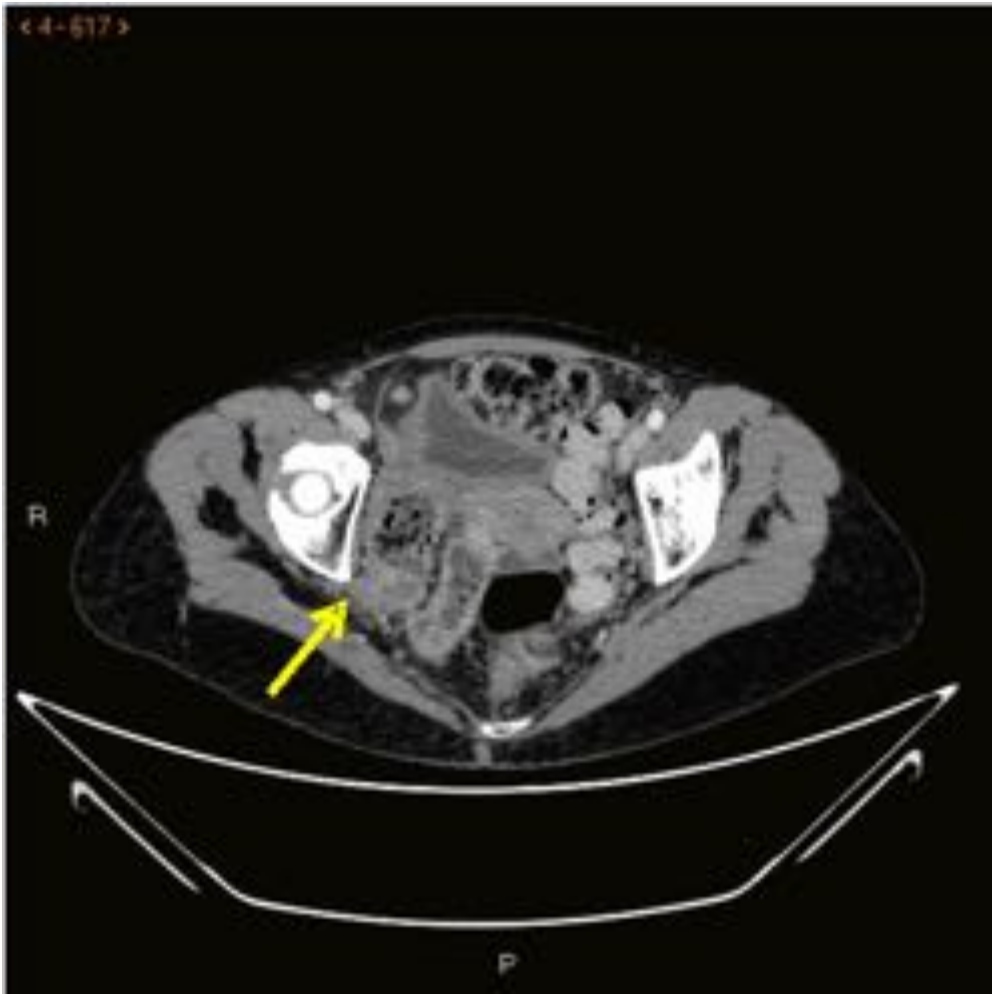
Mujer de 56 años con clínica de tumoración en glúteo derecho de 10 años de evolución, alternado en los últimos años con cambio del hábito intestinal en relación TC abdominopélvico con contraste oral e iv en el plano axial en el que se visualiza salida de contenido intestinal por la escotadura ciática derecha (flecha) sin ocasionar cuadro oclusivo.
